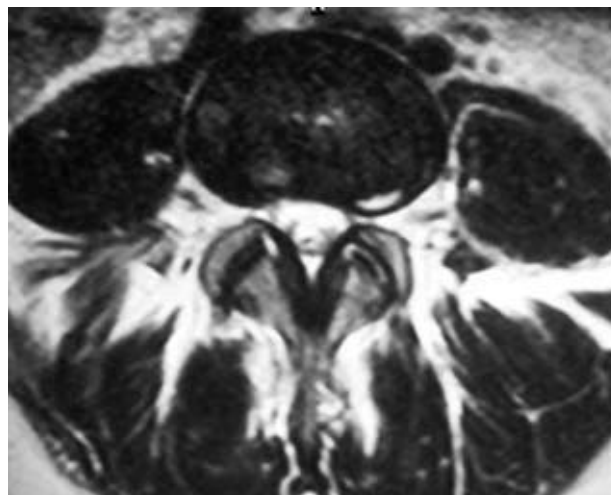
RM lumbar en que se muestra una ZAI en la región posterior del *annulus*, indicativo de enfermedad y revascularización a ese nivel.
